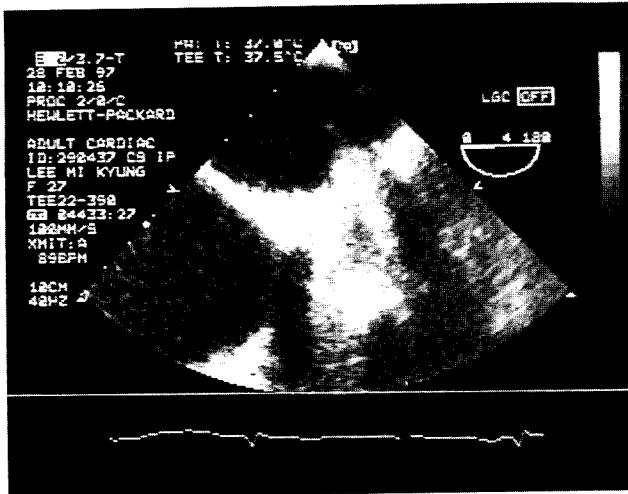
Transesophageal echocardiogram of the pregnant patient with SJM 27-mm mitral and 21-mm aortic prostheses showed a large, high echogenic thrombus sized about 1.8 × 1.3 cm in central portion of mitral prosthetic leaflets (black arrow).
